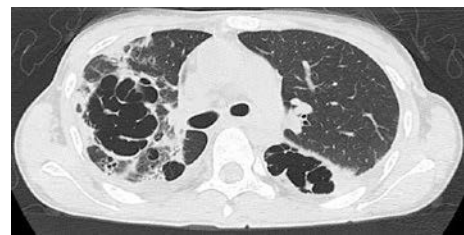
Chest CT on day 21 showed bilateral pneumatoceles and necrosis.
